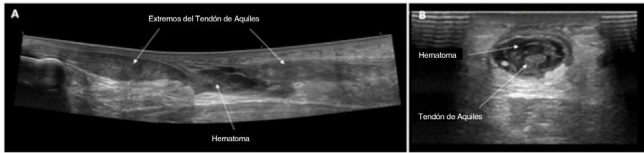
El diagnóstico se confirma mediante ecografía en todos los pacientes (A: Sección longitudinal de la rotura del tendón de Aquiles, B: Sección transversal de la rotura del tendón de Aquiles).
